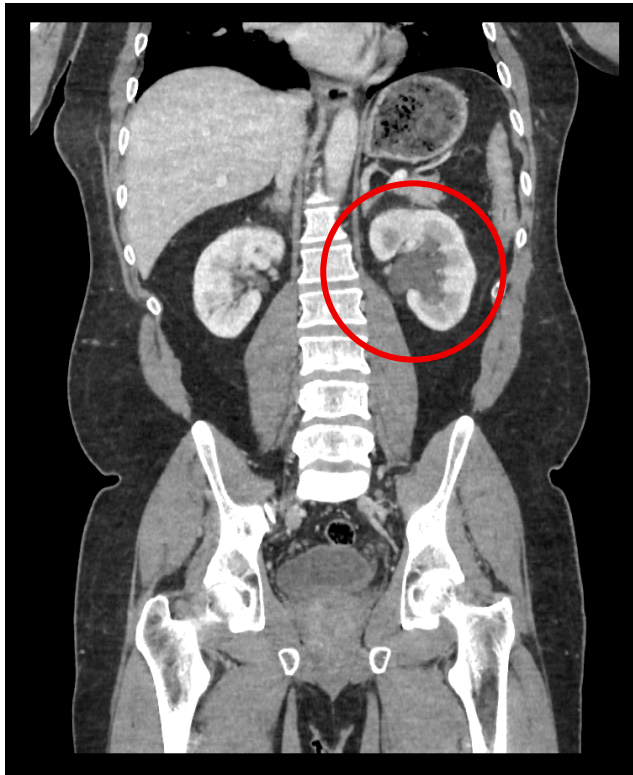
Cortes coronales de TC abdominal sin cte: ureterohidronefrosis grado 2 izquierda (círculo y flecha rojas) secundaria a litiasis en tercio distal del uréter (círculo naranja)
